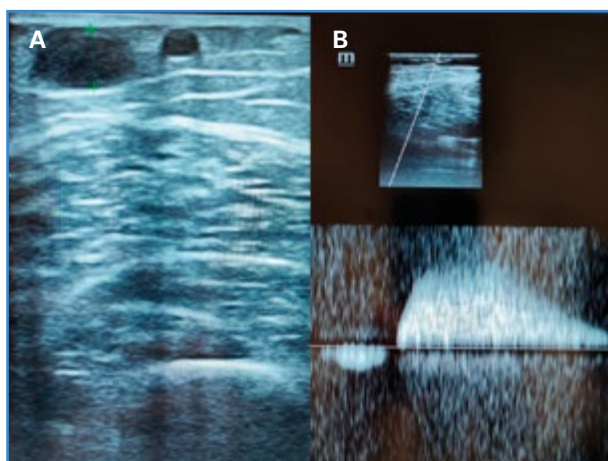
Ecografía Doppler venosa de miembro inferior. A. Vena marginal lateral del muslo dilatada: 9 mm de diámetro y próxima a la piel con 1,3 mm. B. Insuficiencia valvular con reflujo venoso mayor 1 segundo al realizar maniobras de Valsalva.
